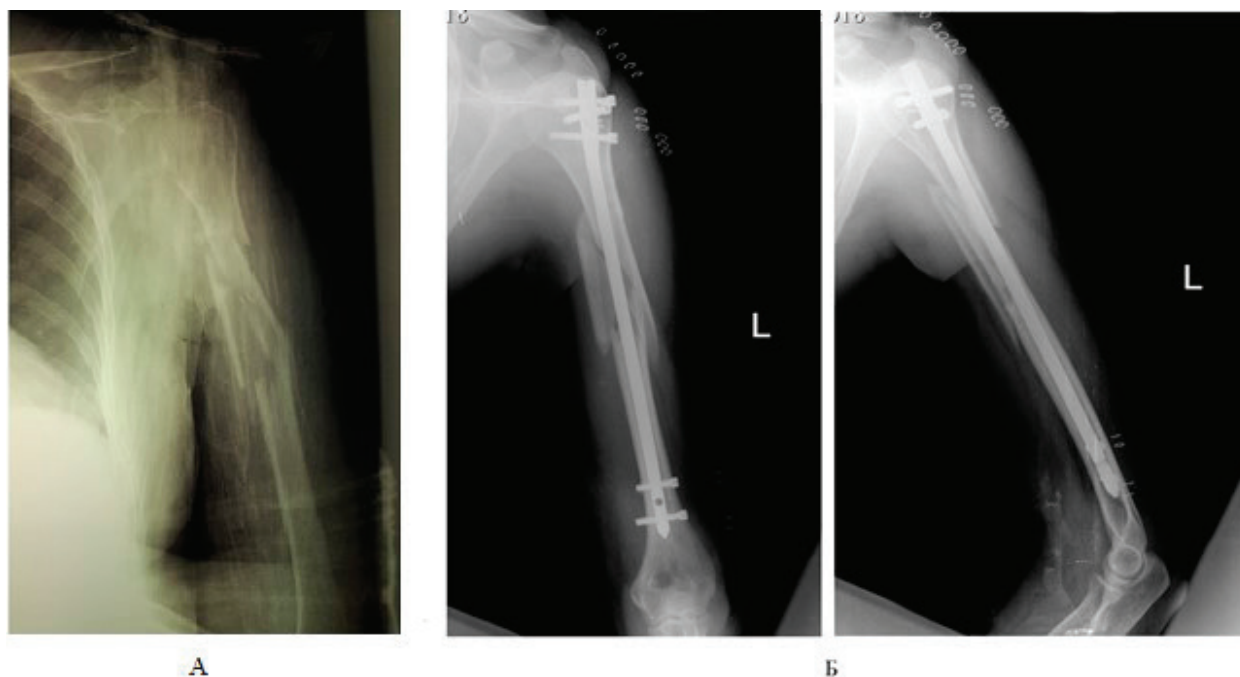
А — рентгенография плечевой кости больной Б. после получения травмы; Б — рентгенография плечевой кости больной Б. в прямой (снимок слева) и боковой (снимок справа) проекциях после выполнения оперативного вмешательства
